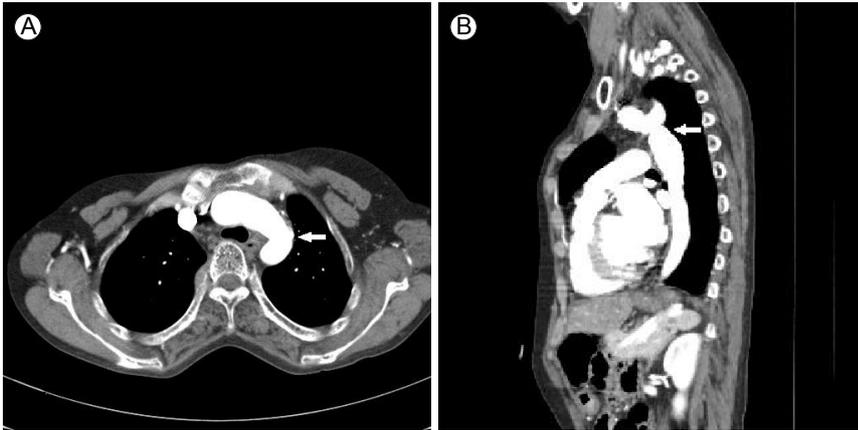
Follow-up computed tomography (CT) angiography was conducted 12 months after stent implantation. (A) The acute angle of the aortic arch was blunted and the descending aorta was dilated considerably compared with the CT angiography performed before stenting (arrow). (B) Dilatation of the coarctation segment can be readily seen in the sagittal view (arrow).
